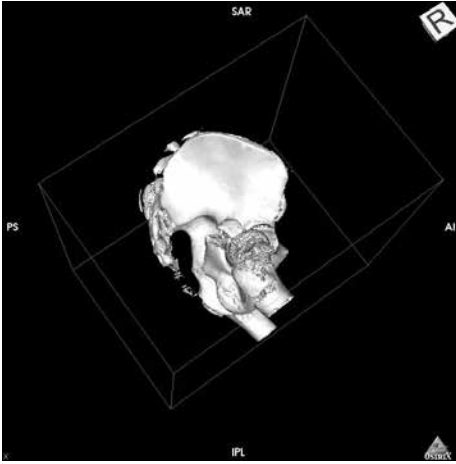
Трехмерная компьютерная томограмма. Перелом переднего отдела вертлужной впадины, центральный вывих головки бедренной кости
